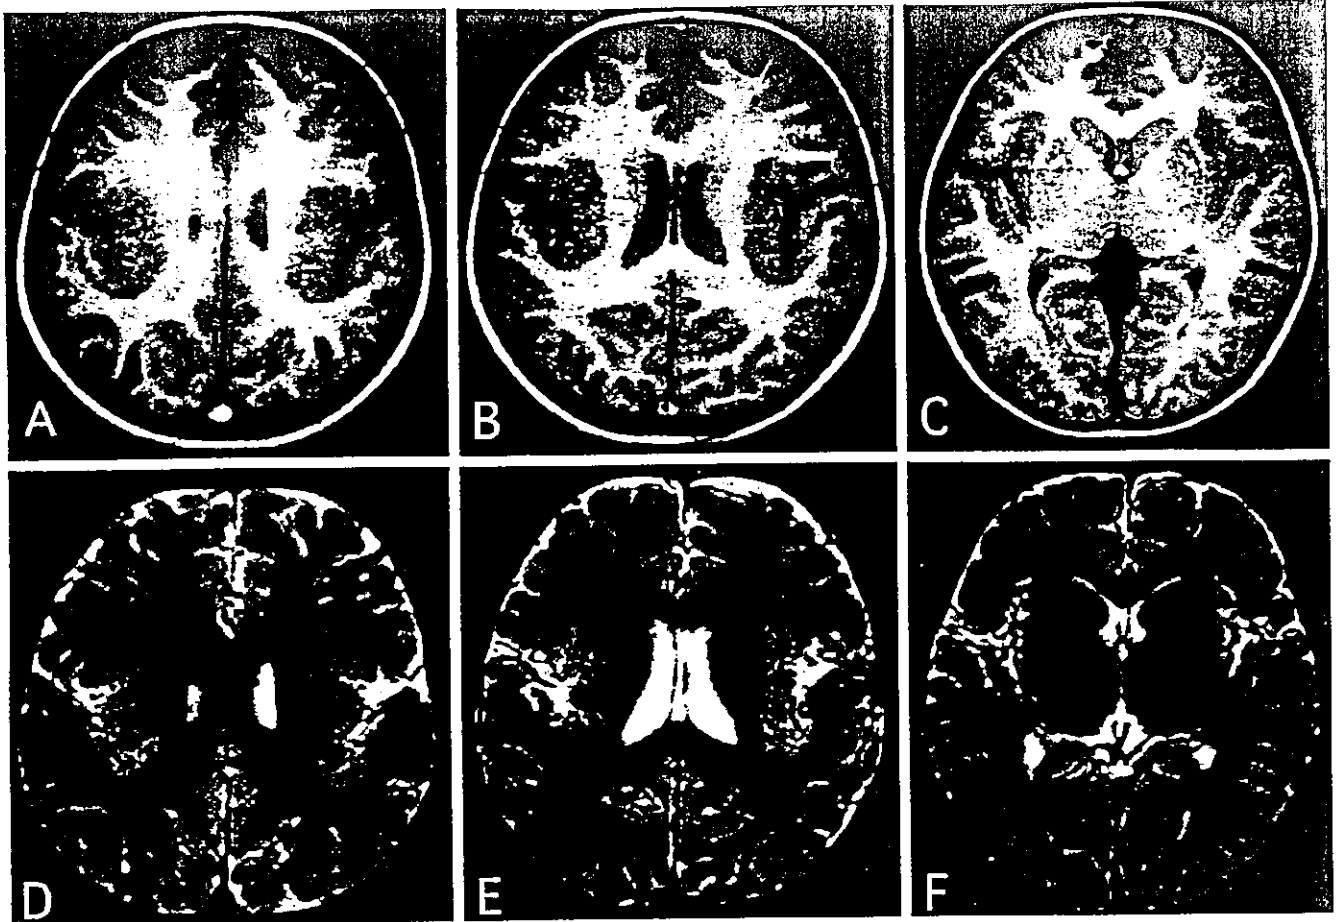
Magnetic resonance images demonstrating dysplastic and thickened cortex bilaterally in the region of the bilateral sylvian fissure. Spin echo 500/15 (A, B, C); spin echo 2500/80 (D, E, F).
